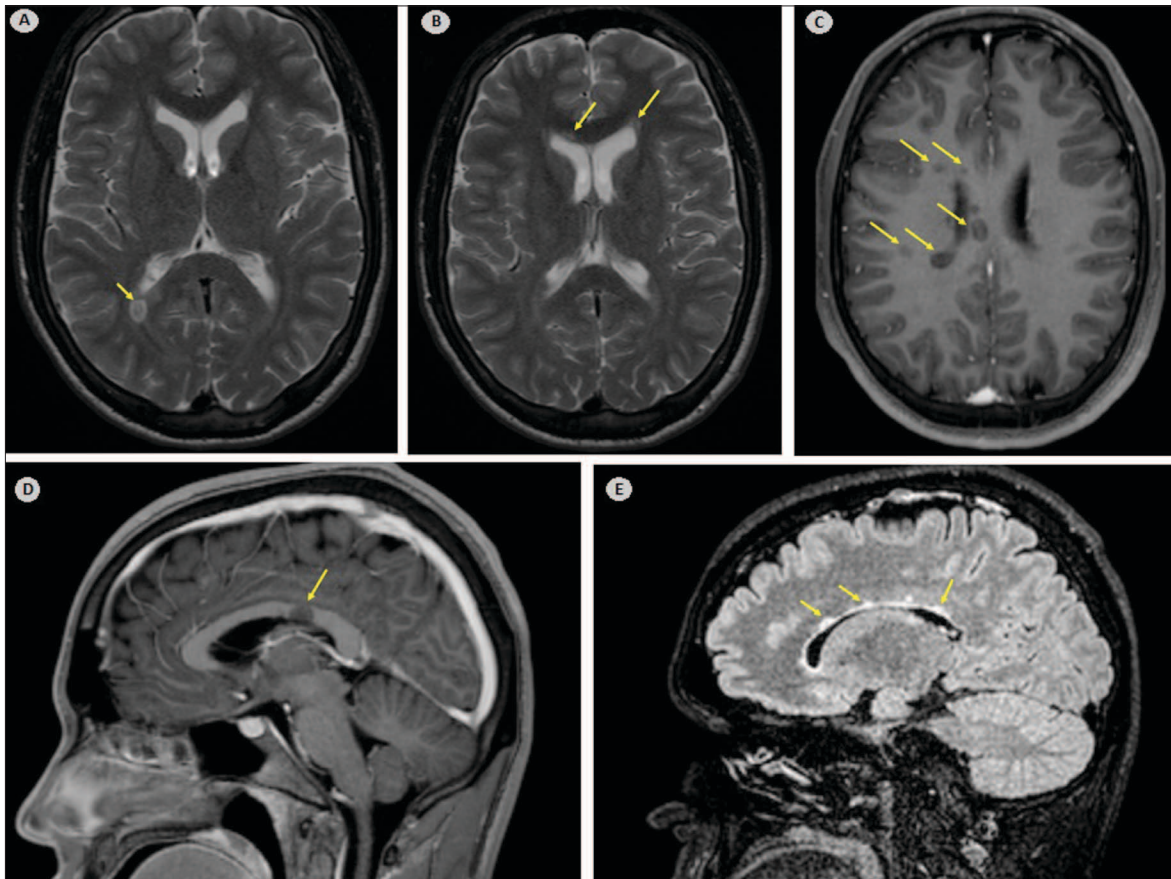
Achados da RM cerebral do caso 2.
